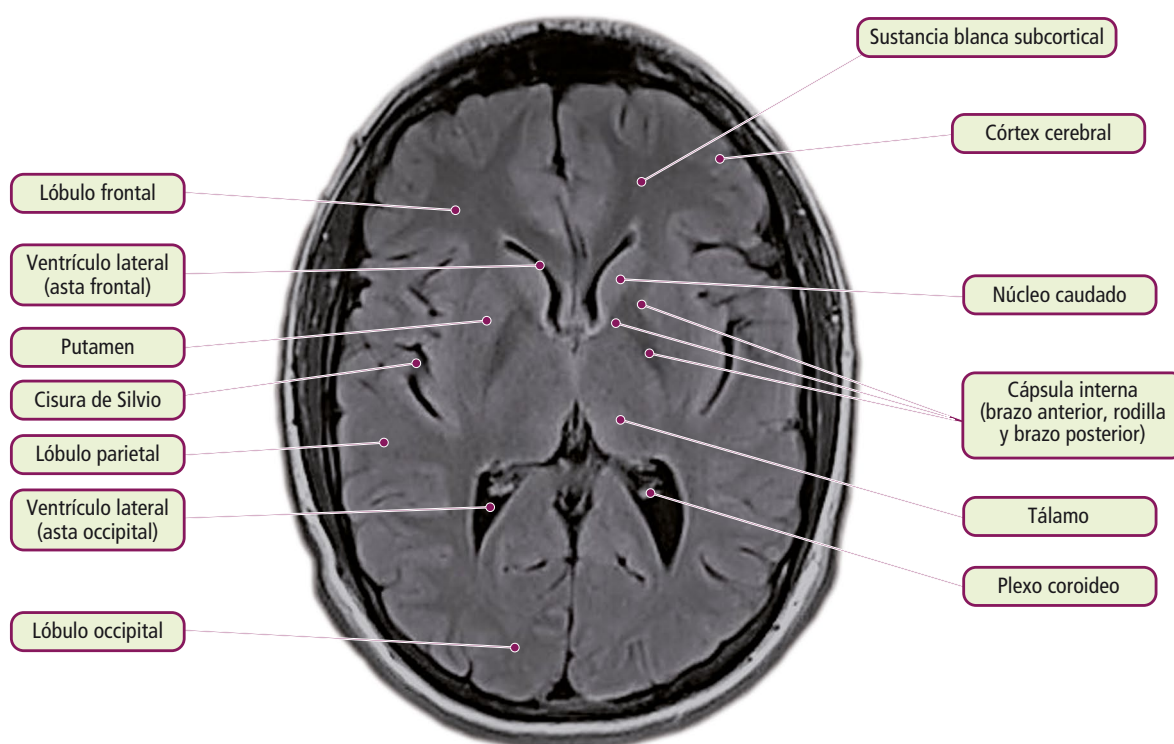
RM cerebral. Corte axial a nivel de ganglios de la base.
